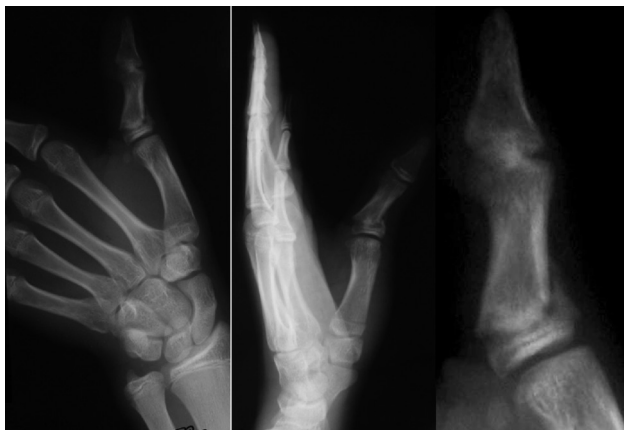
Рентгенограммы кисти в прямой и боковой проекциях (а) больного Х., 13 лет, и фрагменты рентгенограммы (б). Неправильно консолидированный перелом основания проксимальной фаланги 1 пальца левой кисти. Разгибательно-приводящая контрактура 1 пальца левой кисти
